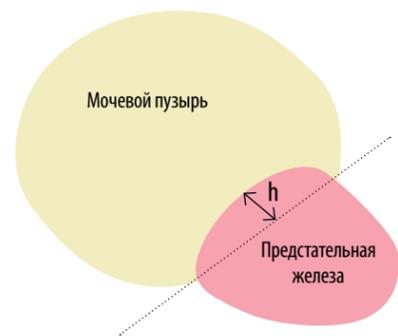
Инфравезикальная протрузия (Intravesical Protrusion Parameter, IPP) определяется как расстояние от наивысшей точки протрузии до теоретически выделяемой линии основания МП. Выделяется 3 степени IPP: Grade I — < 5 мм, Grade II — 5–10 мм, Grade III — > 10 мм.
